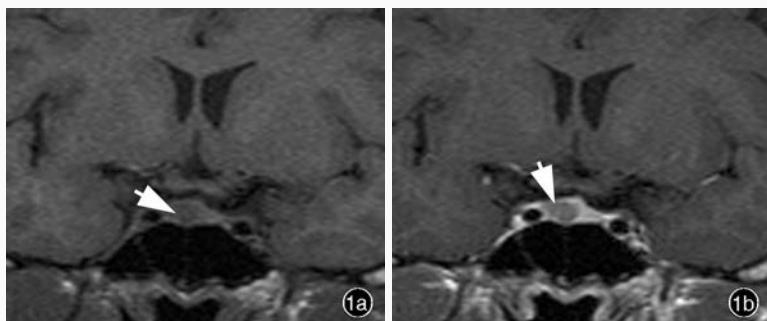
女性患者,34岁。临床诊断:垂体微腺瘤。头部MRI检查所见 1a 冠状位T₁WI序列显示,右侧垂体稍低信号(箭头所示),边界清晰,局部垂体上缘隆起,垂体高度<10 mm;垂体柄向左移位,蝶鞍无扩大、鞍底无凹陷 1b 早期冠状位T₁WI增强扫描显示,正常垂体明显强化,病灶延迟强化,呈相对低信号(箭头所示)
